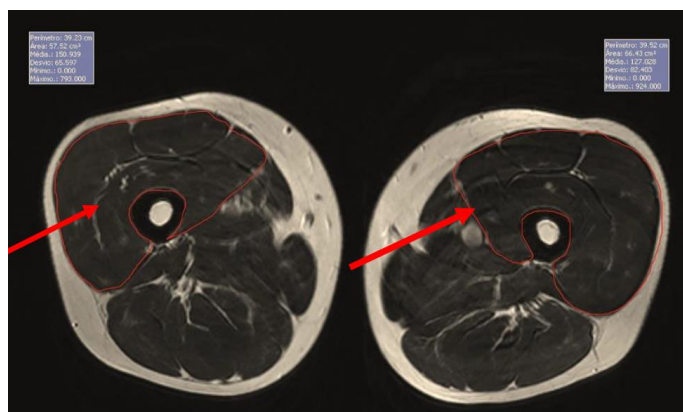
RM do músculo quadríceps femoral excluindo o osso e a gordura subcutânea, com as setas indicando os volumes circunscritos pelas linhas vermelhas no membro com lesão LCA (esquerda) e membro contralateral (direita) no pré-operatório.
